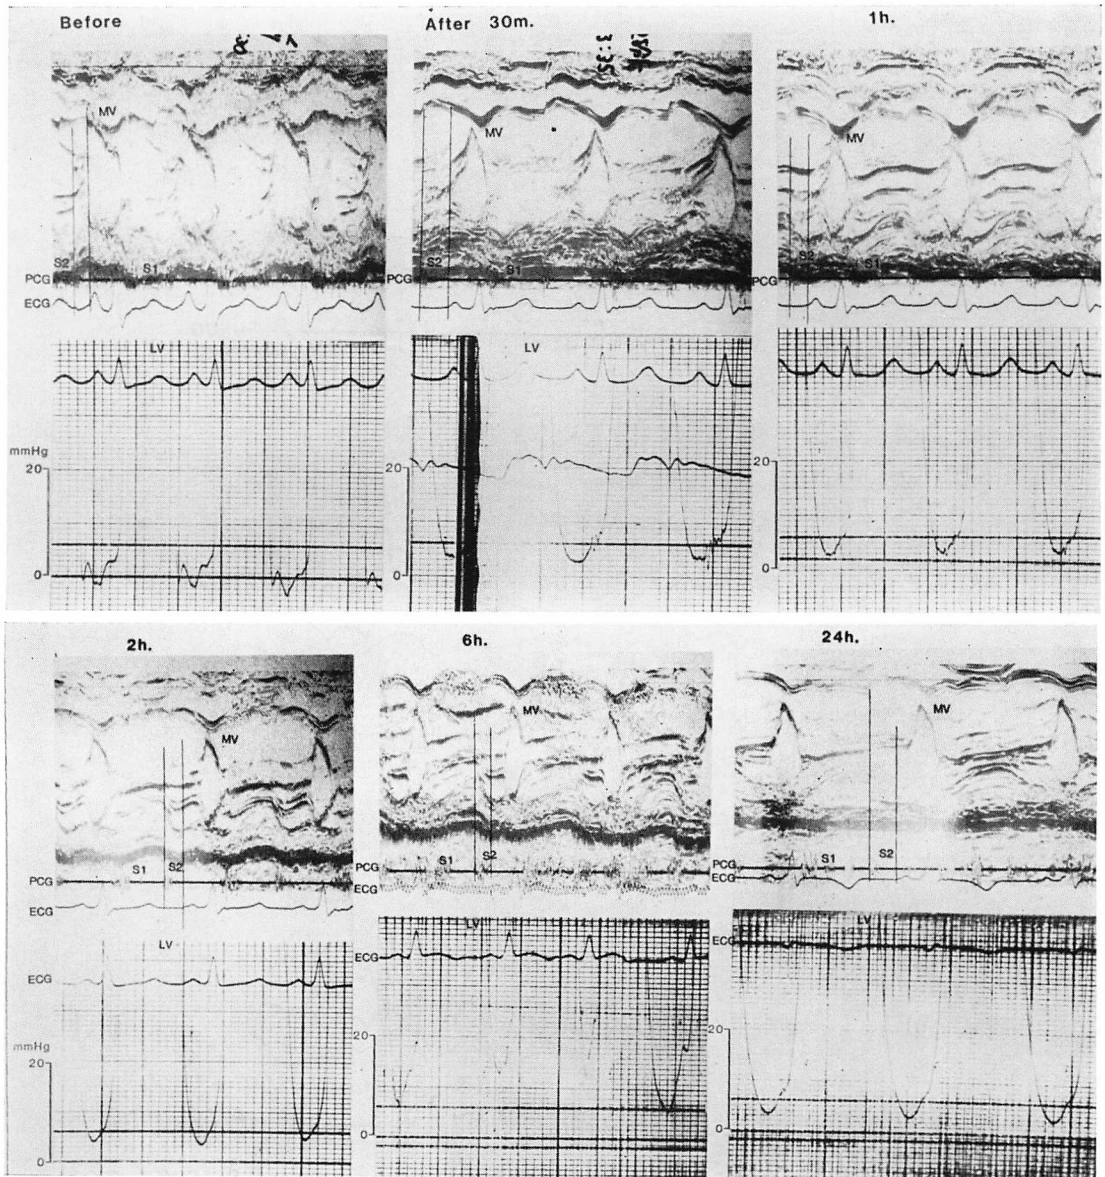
Echocardiograms of the mitral valve and left ventricular pressure curves in experimental acute myocardial infarction.
